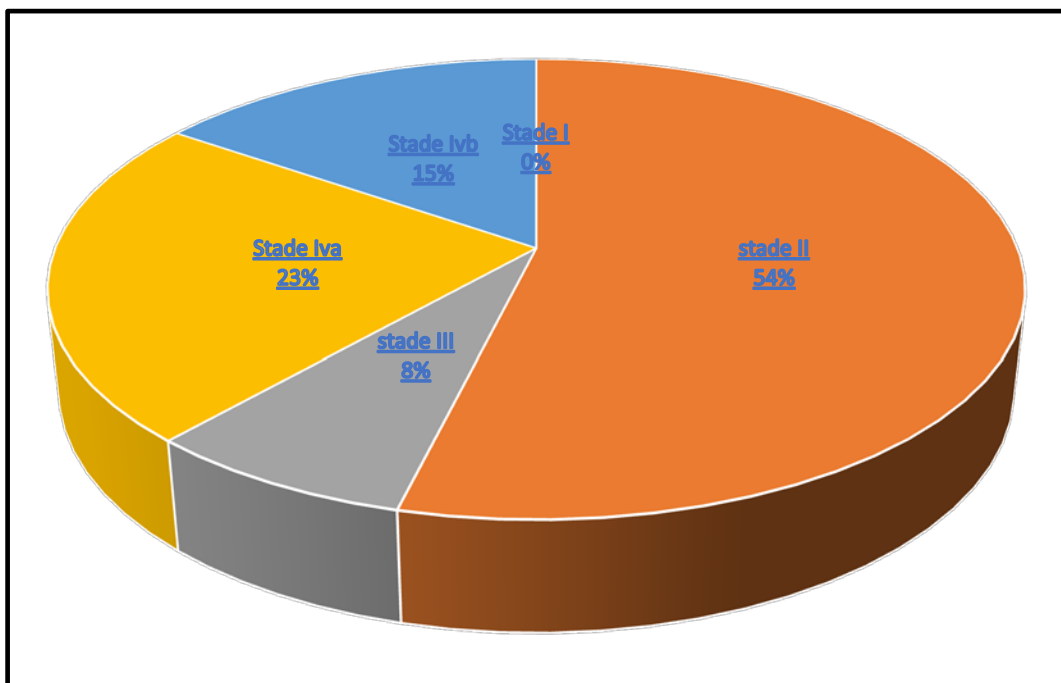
Répartition selon les résultats de la TDM.
